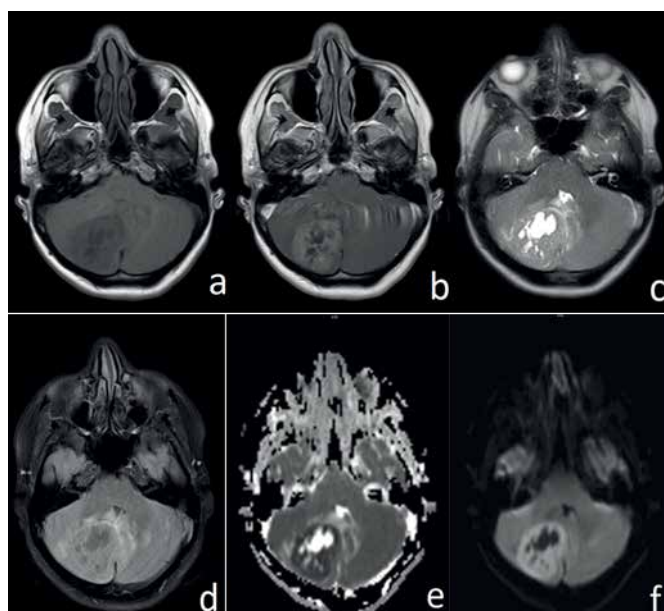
Brain RM. Neo-formative mass of well-defined borders in the right cerebellar hemisphere with midline movement, hypo-intense in sequence T1 (a), which enhances with the contrast substance (b). Slightly hyper-intense in T2-sequence (c), showing vasogenic peritumoral edema (FLAIR) (d) and central hyper-intensity in relation to tumor necrosis. It presents hypo-intensity in ADC (e) and restricts the dissemination (f).
